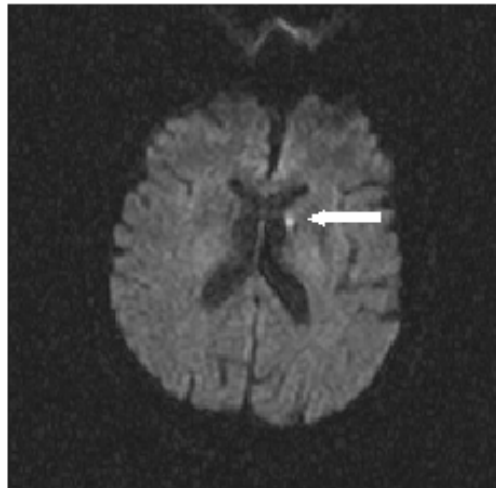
DWI des Patienten nach Stentimplantation mit neu aufgetretener Läsion
